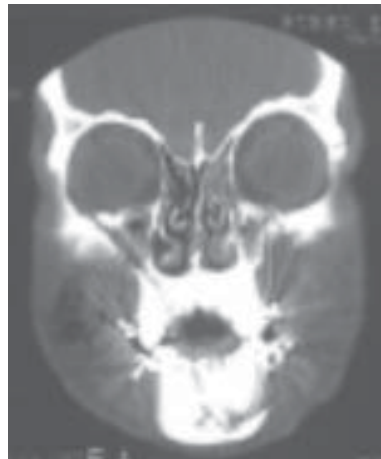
TC preoperatorio
